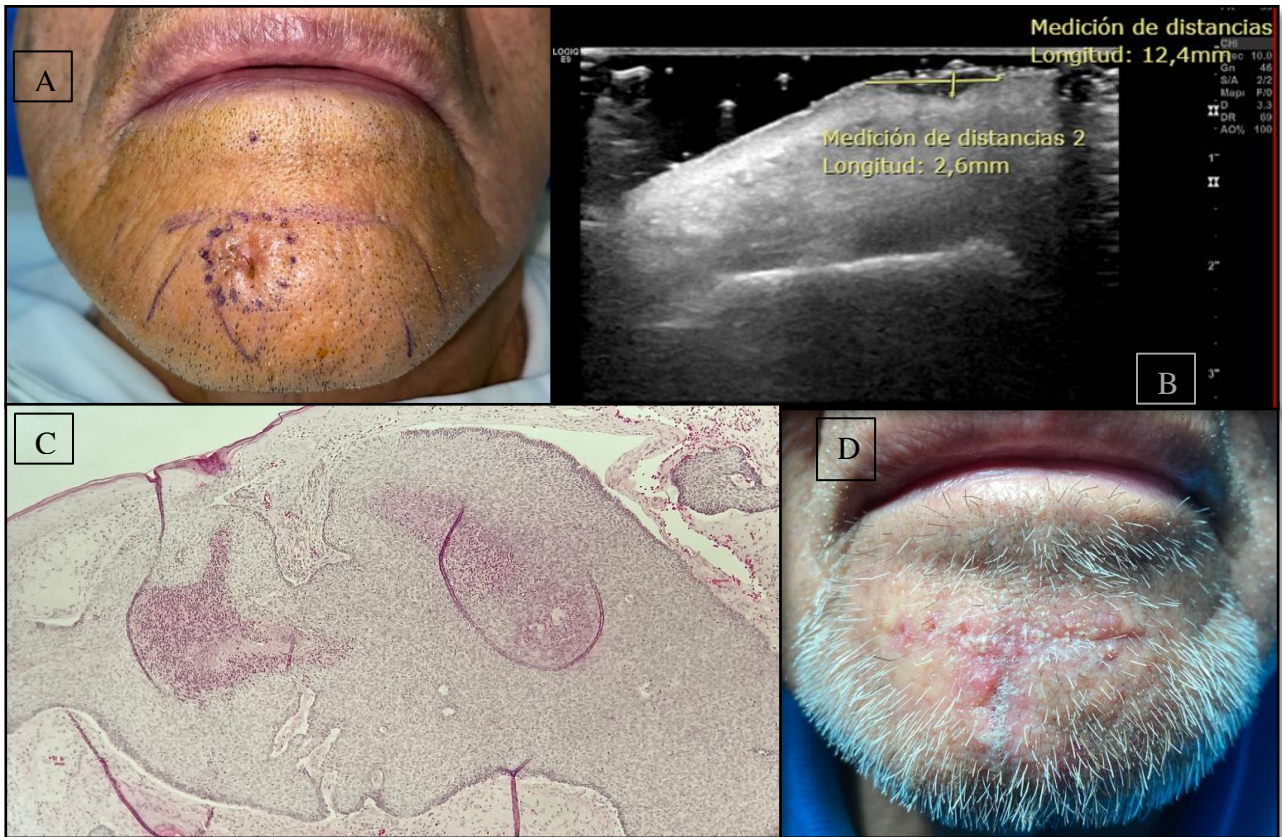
3A: Clínica de carcinoma basocelular nodular ulcerado y la planeación del colgajo. 3B: Ecografía que muestra lesión sólida, ovalada, hipocóica, heterogénea, con medidas de 12.6mm de diámetro máximo y 2.6mm de profundidad. 3C: Histopatología de carcinoma basocelular variante nodular del mismo paciente. 3D: Postquirúrgico el día del retiro de puntos (7 días posterior a la cirugía).
